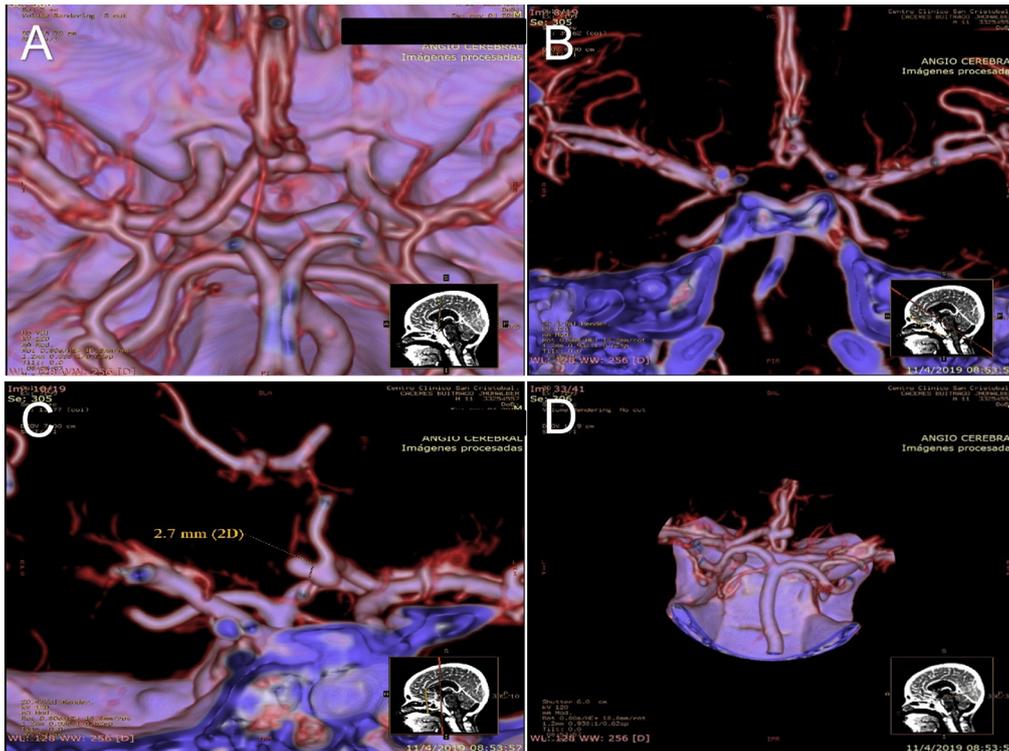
Angiografía por tomografía computarizada, reconstrucción 3D sin supresión ósea. Dilatación aneurismática sacular en el complejo comunicante anterior. A) vista superior, hipoplasia del segmento A1 de arteria cerebral anterior derecha. B) vista anterior, configuración de los segmentos A2 bilaterales rodeando por delante y por detrás el complejo comunicante. C) Vista anterior, cuello del aneurisma de 2.7mm. D) vista posterior, se evidencia domo que se dirige hacia la derecha y ligeramente hacia adelante.
